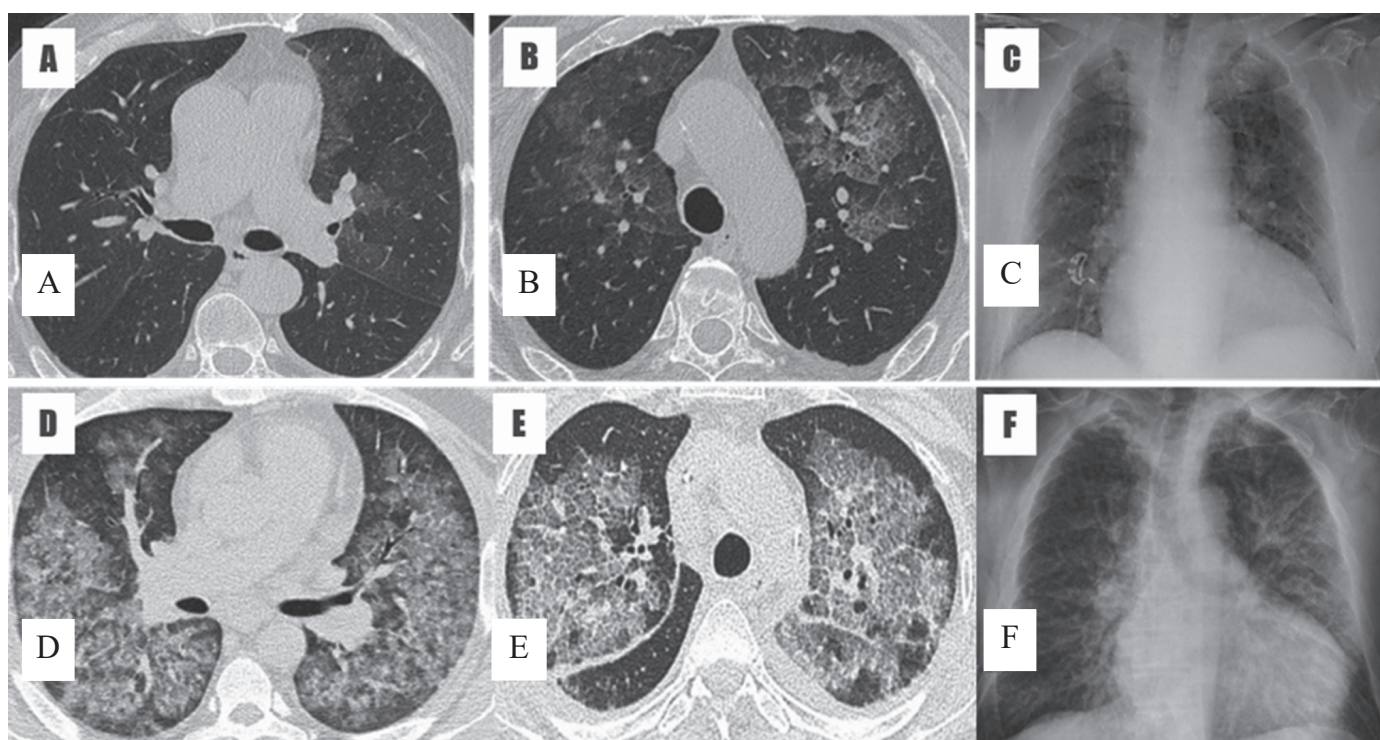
Пневмонії, що спричинені вірусами герпесу, CMV-пневмонія. А–С [15]: ураження паренхіми легкого ступеня; D, E [28]: дифузні зони ущільнення за типом зони GGO, вузлики, симптом «бруківки», у т.ч. видимий на конвенційній рентгенограмі (F).
